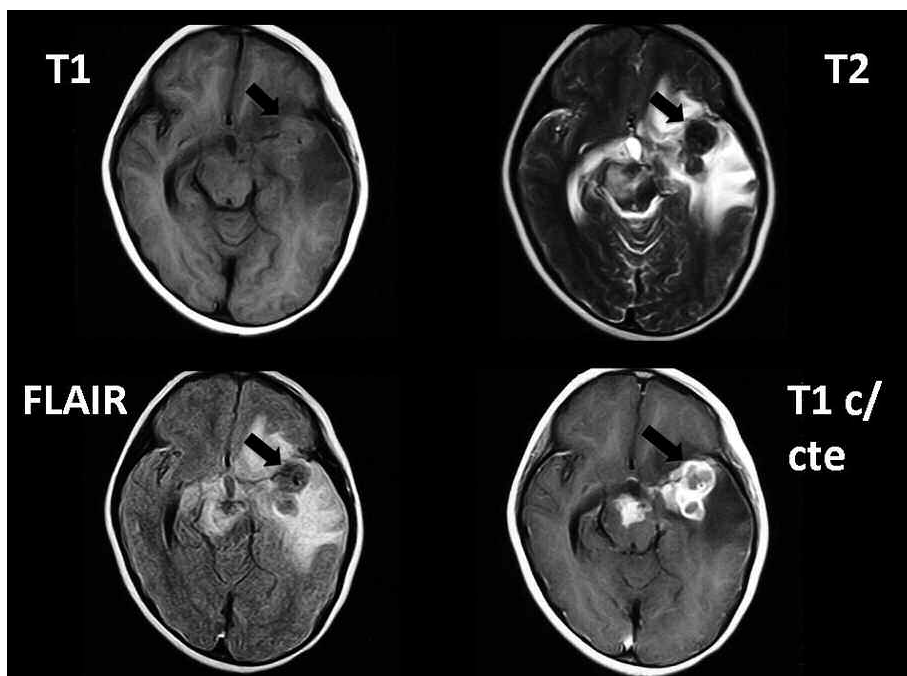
Tuberculoma caseificante con centro sólido. Lesión sólida isointensa en T1 e hipointensa en T2 y FLAIR, localizada en el lóbulo temporal izquierdo y pedúnculos cerebrales. Presenta realce heterogéneo poscontraste, predominantemente periférico o anular (flechas negras), y un importante edema vasogénico.
